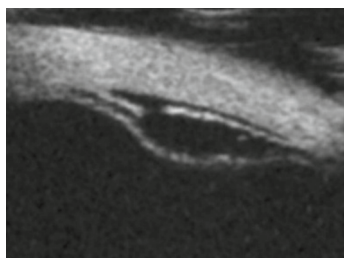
Association d'un rétinoshisis bulleux avec un soulèvement du feuillet externe au niveau duquel l'exploration par échographie peut mettre en évidence une déchirure nettement visible par interruption du feuillet externe décollé.
